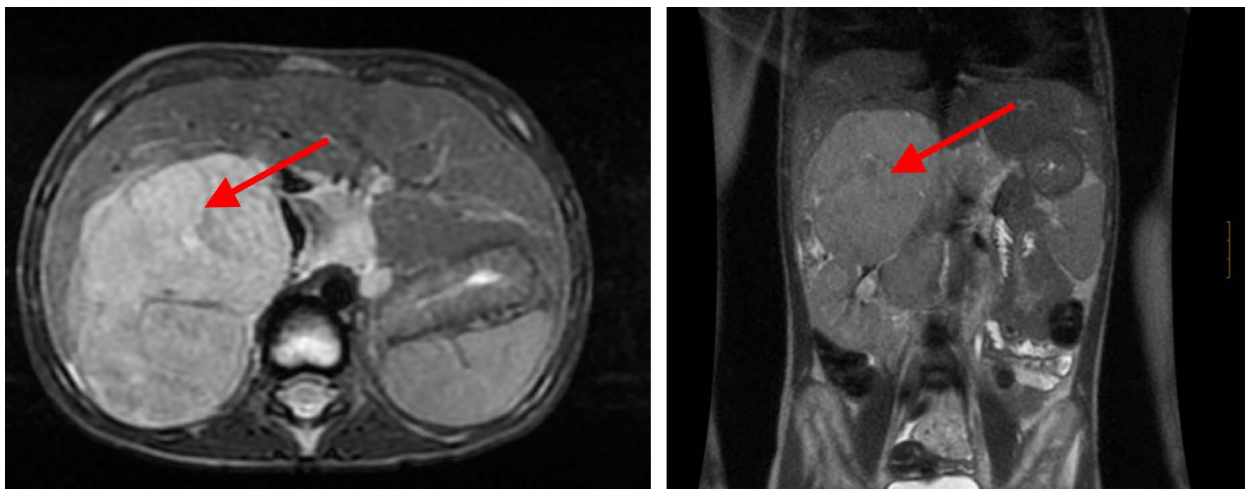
Resonancia magnética abdominal. Se objetiva una gran masa dependiente de la suprarenal derecha y que se extiende hacia el retroperitoneo central atravesando la línea media y rodeando estructuras vasculares, compatible con neuroblastoma.
